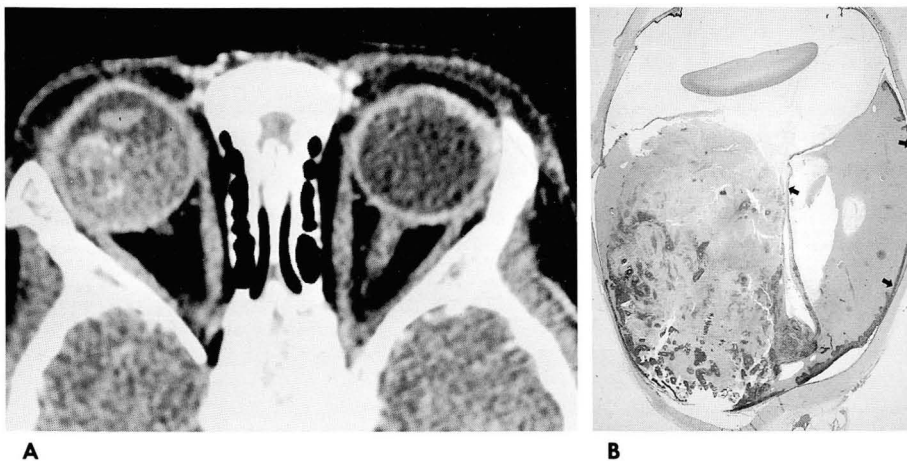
Retinal detachment and subretinal effusion mimicking mass on CT in a 2-year-old boy.
